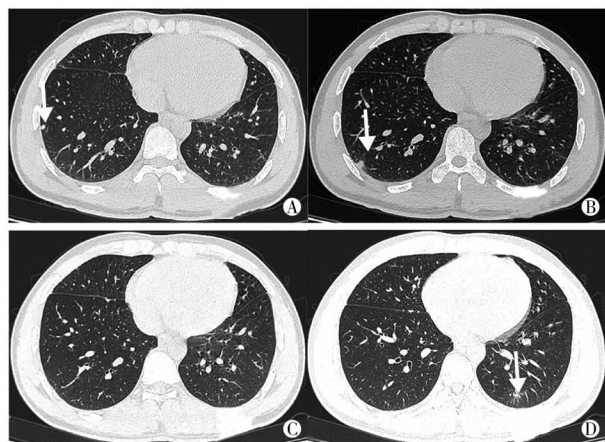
患者,男,29岁,发热、咽部不适2 d,咽拭子 SARS-CoV-2 核酸检测阳性, A、B 为2020年1月26日行胸部CT检查见右肺下叶紧贴胸膜的多发结节(箭头所示),稍大的结节灶CT值约为7 HU; C 为经规范治疗5 d后(2020年2月1日)复查胸部CT显示,右下肺结节已吸收,但左下肺出现毛玻璃片状影(箭头所示); D 为继续治疗12 d后(2020年2月13日)再次复查胸部CT显示,左下肺病灶大部分吸收、部分纤维化(箭头所示)
